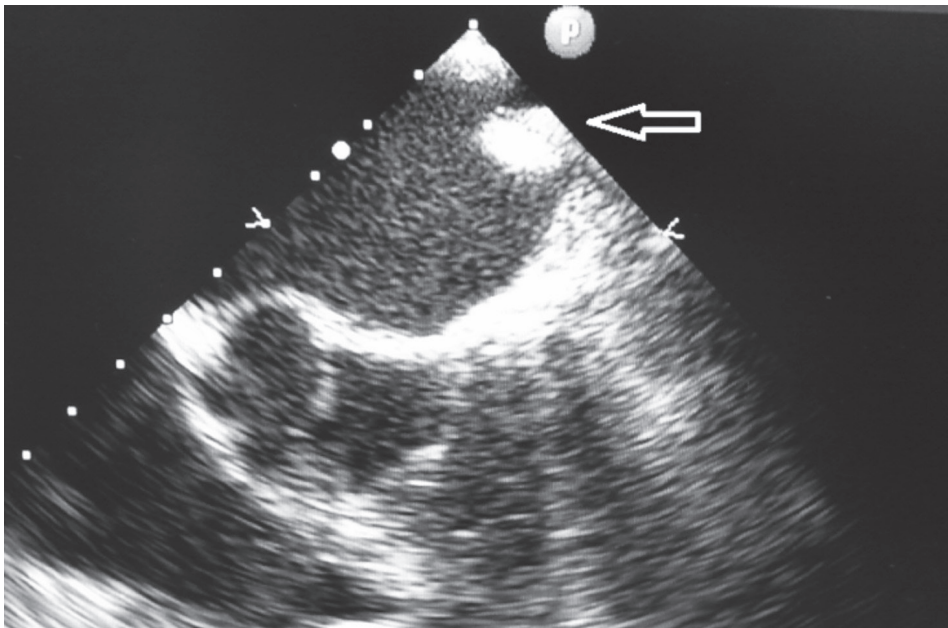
Thrombus (arrow) in Left atrium detected Transesophageal Echocardiography.
